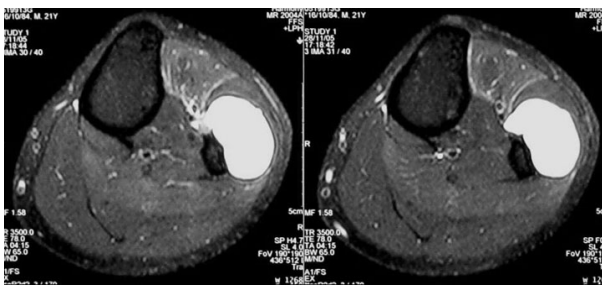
RMN d'un volumineux kyste arthro-synovial de l'articulation tibio-péronière proximale
